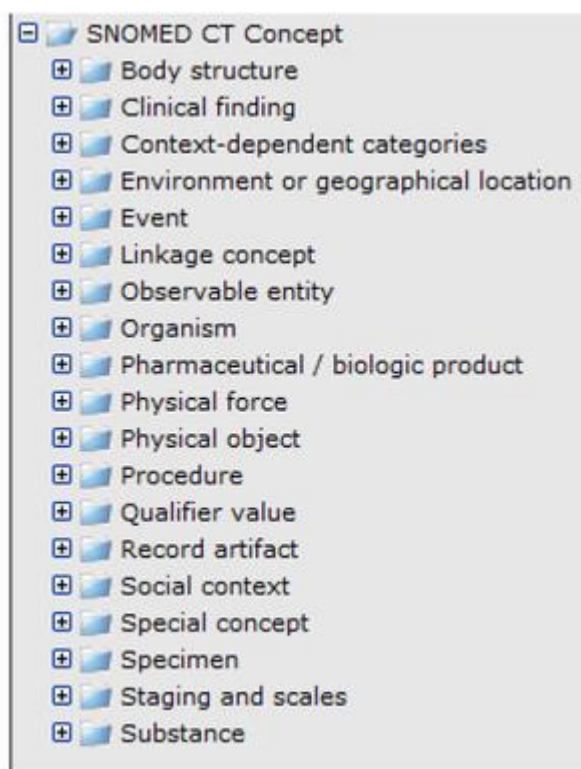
SNOMED CT®のルート概念と直下にある概念
